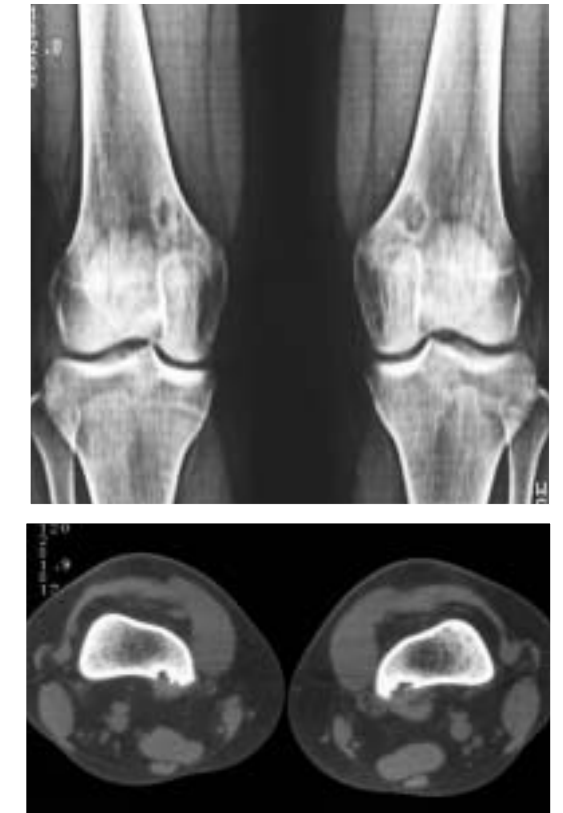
18歳・男性. 皮質骨不整症候群. 両側膝関節単純X線写真(正面写真), 単純CT横断像
